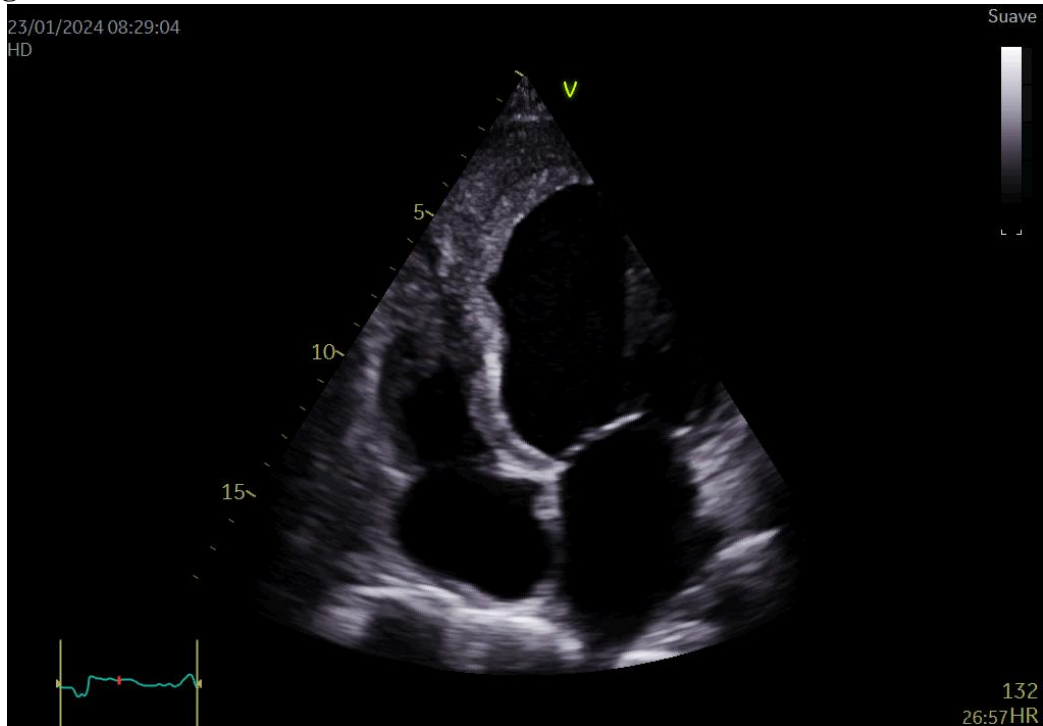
ETT en plano apical 4 cámaras donde se visualiza la dilatación severa del VI con presencia de trombo apical, que también se aprecia en esta área del VD.
